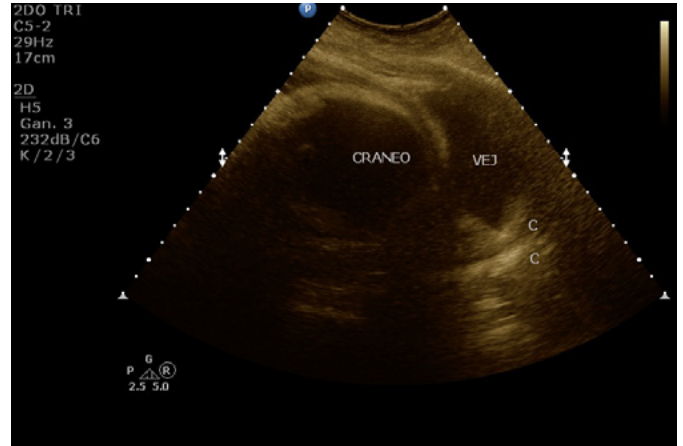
seguimiento ultrasonográfico de paciente luego de la colocación de doble cerclaje de rescate, la letra C en la imagen muestra el cerclaje in situ, no se documenta la protrusión de membranas que se veía previo a la colocación del mismo.
